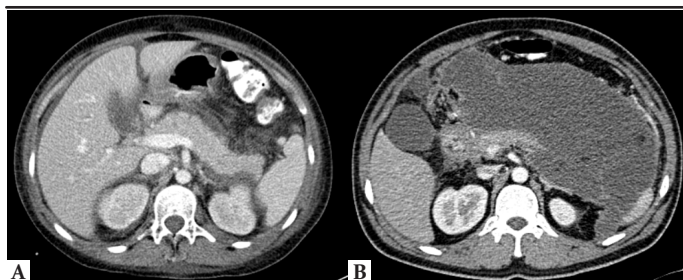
A. TC en fase portal. Páncreas adecuadamente perfundido con cambios en la grasa peripancreática y colección en espacio pararenal anterior izquierdo. B. TC en fase arterial con perfusión de cabeza, cuello y un pequeño segmento de cuerpo debido a necrosis del resto del parénquima, gran colección peripancreática con cambios de densidad en su interior en relación a necrosis pancreática organizada (sem 6).
